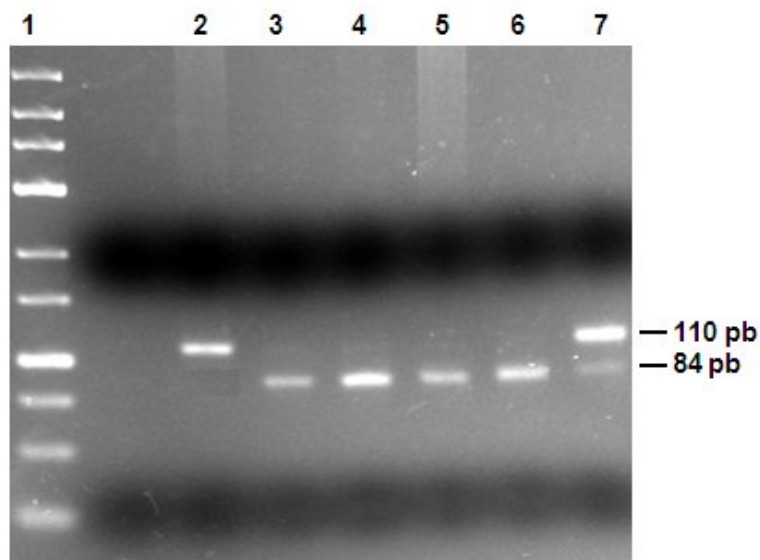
Electroforese em gel de agarose a 3% de fragmentos de PCR-RFLP do OPN C8090T. Linha 1 - Marcador A, linha 2 - homozigótico CC; linhas 3,4,5,6 - homozigóticos TT; linha 7 - heterozigótico CT.
